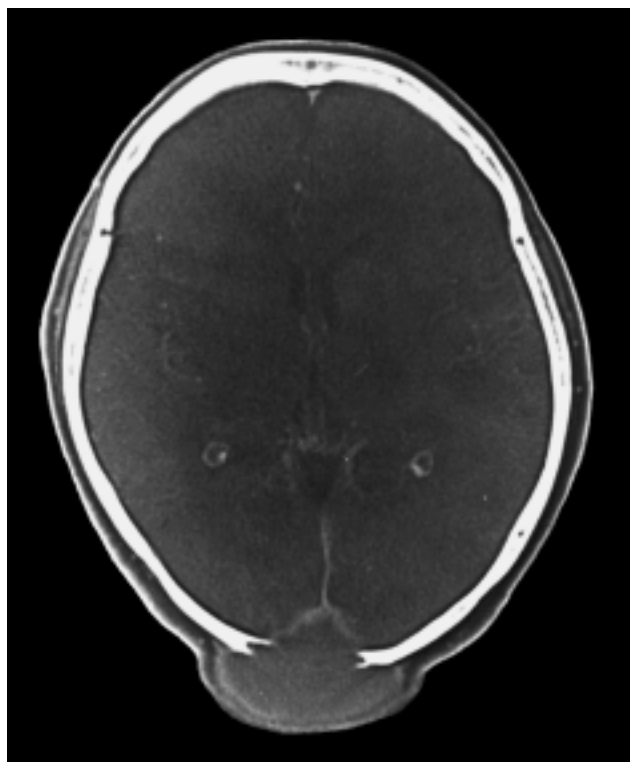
Tomografía computada de cráneo en ventana ósea, en la cual se observa lesión osteolítica occipital que desplaza la tórula y el seno recto en sentido rostral.
